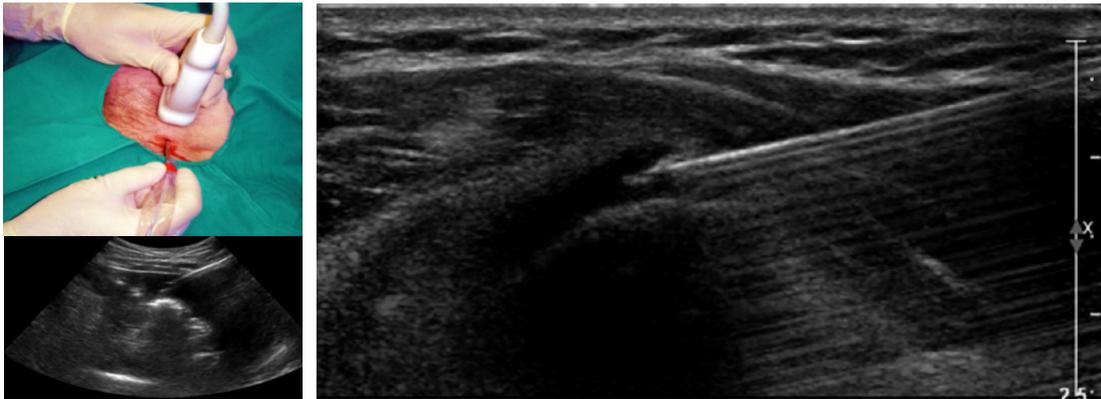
Biopsia percutánea con control de la aguja mediante guía con ultrasonido.
